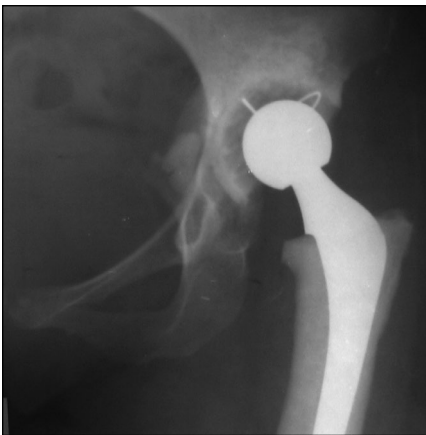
Рентгенограмма левого тазобедренного сустава после первичного эндопротезирования в 2001 г.
